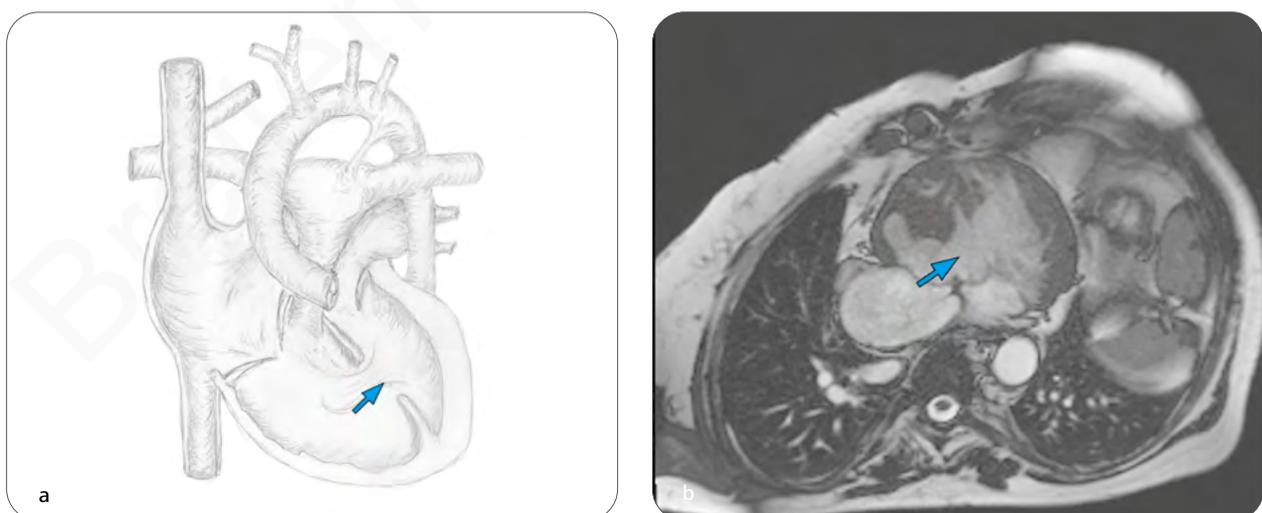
(a) Wanddefekt in der Pars muscularis (Pfeil) mit abgehender hypoplastischer Aorta ascendens. (b) MRT 4CH zeigt einen großen muskulären Ventrikelseptumdefekt (Pfeil).
